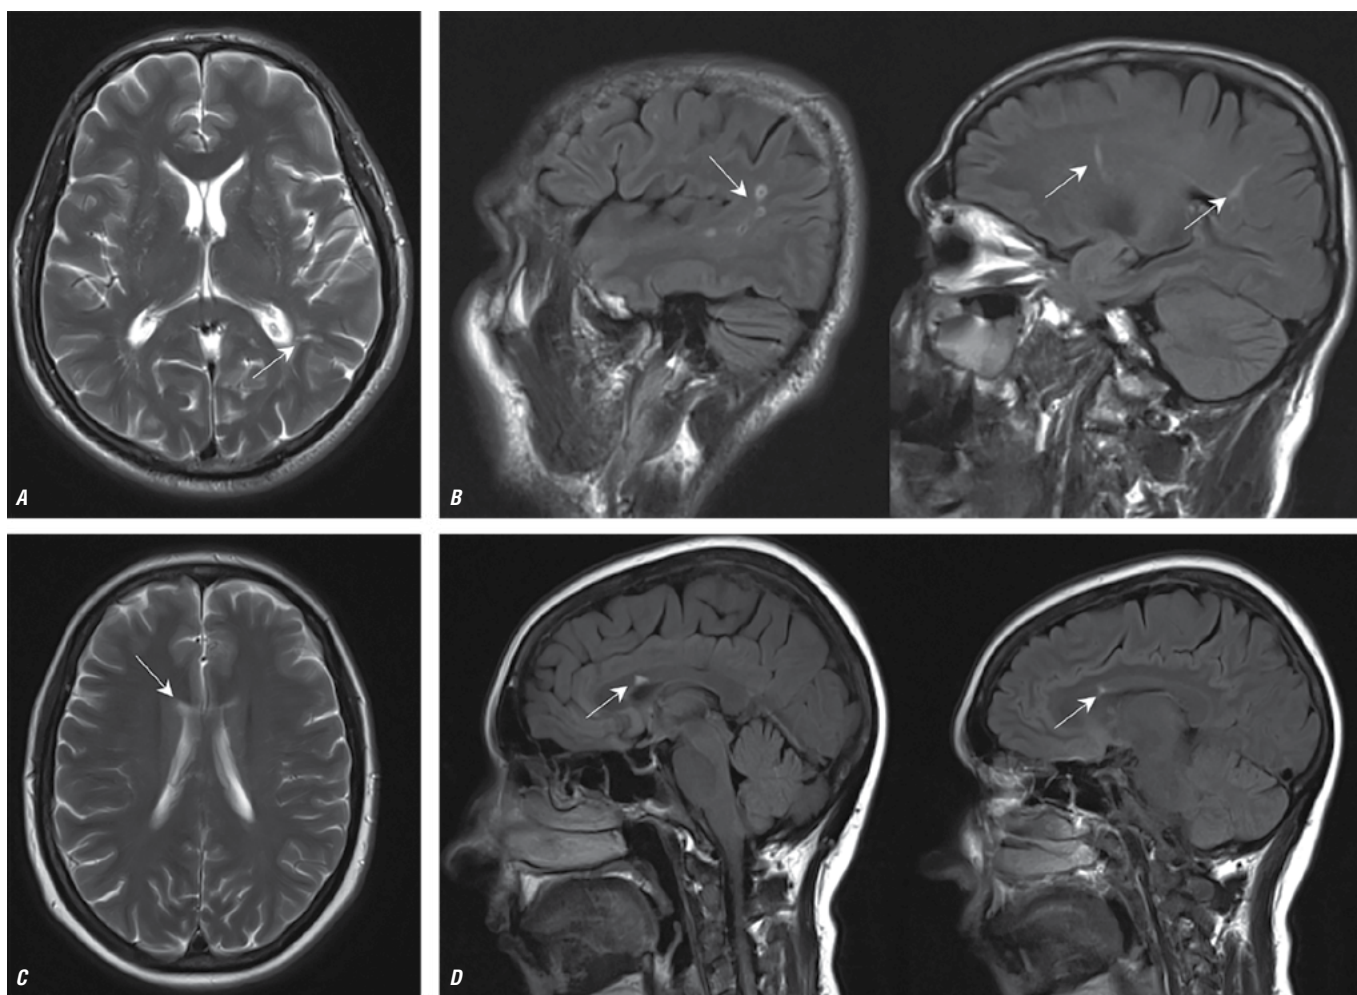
МРТ головного мозга пациентов с ПМФ в аксиальной проекции в режиме T2 (A, C) и в сагитальной проекции в режиме T2-FLAIR (B, D).
